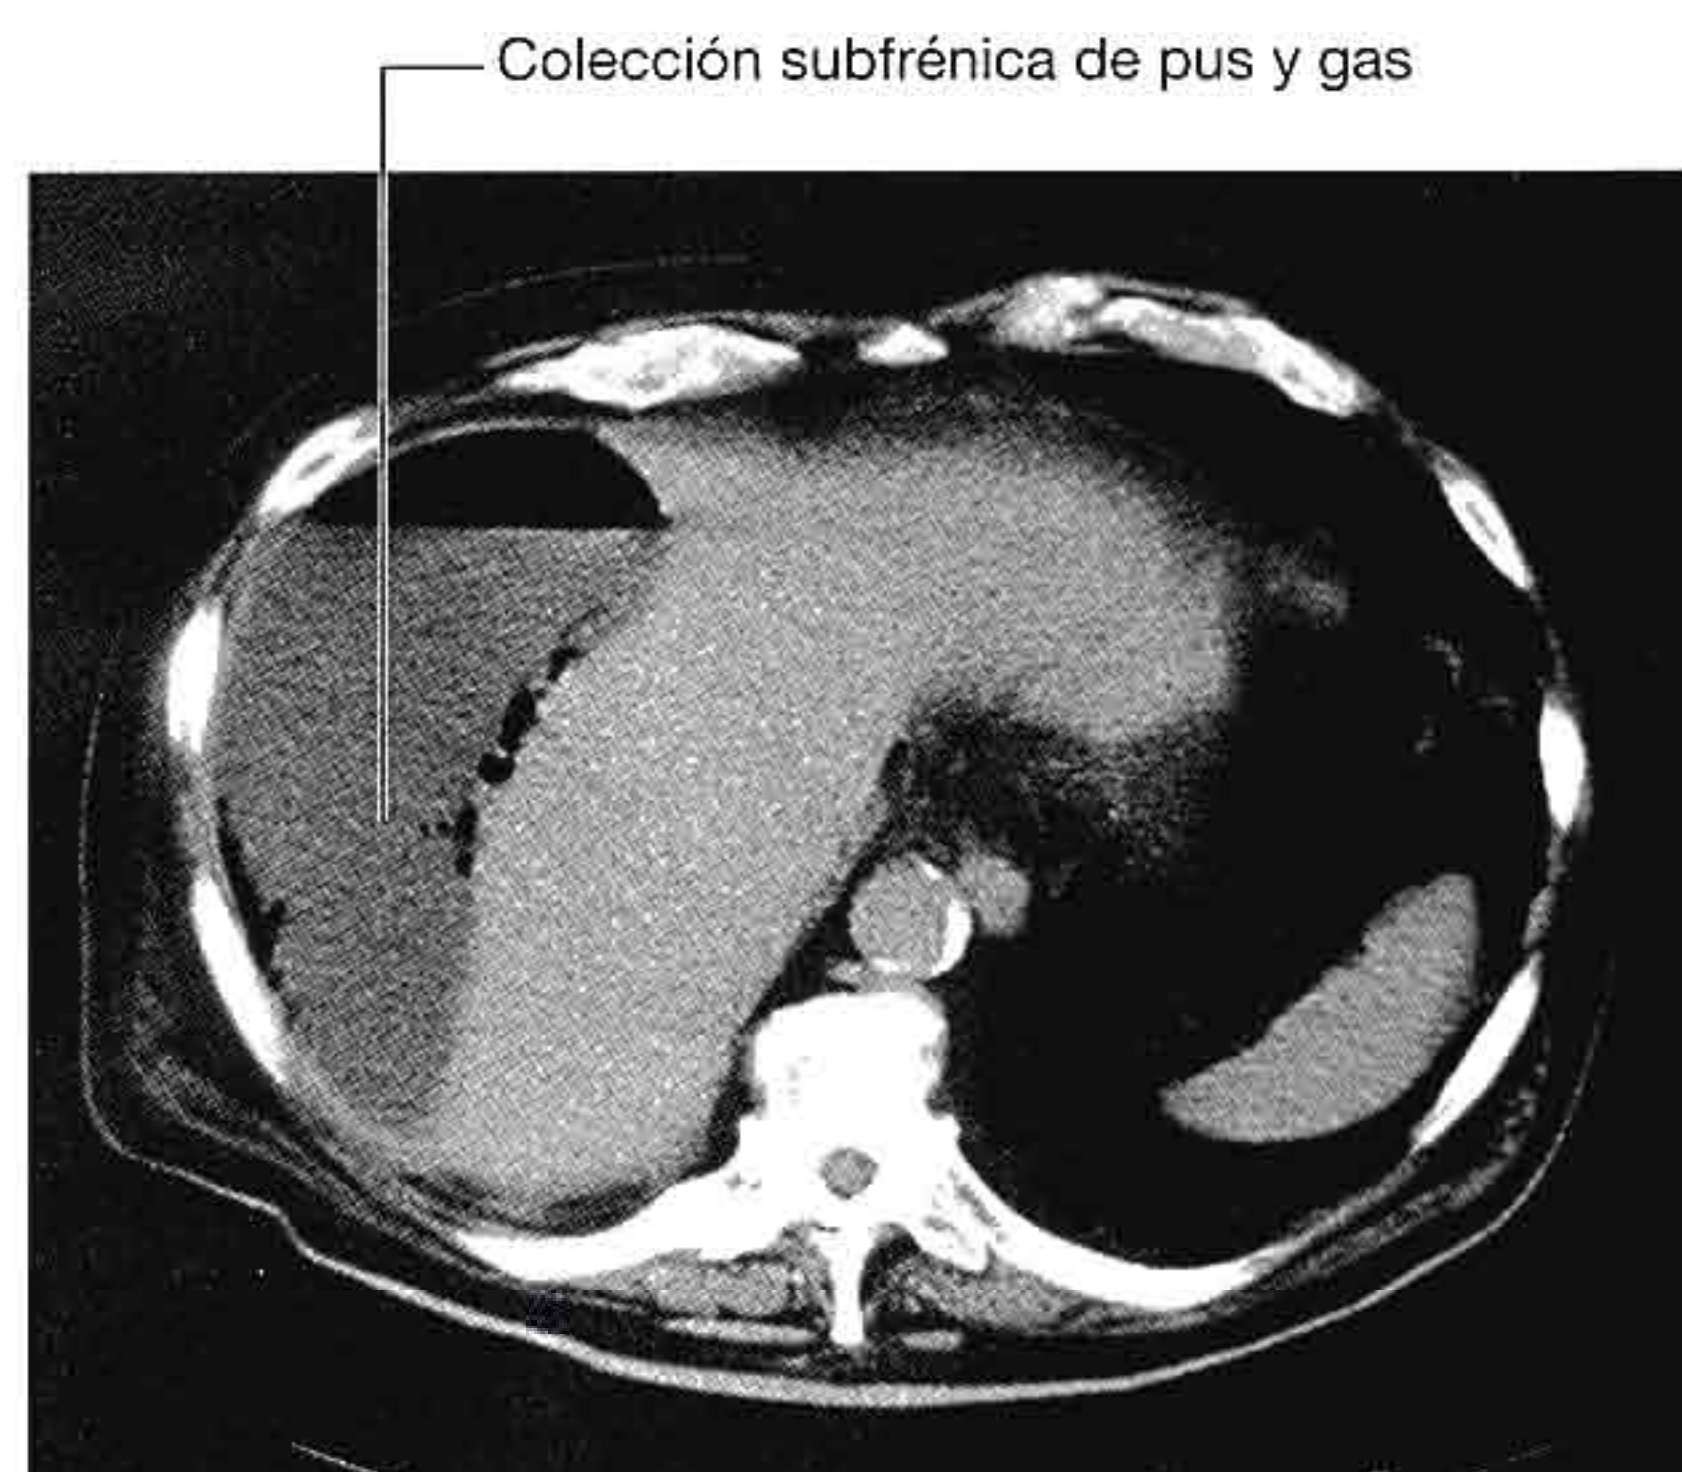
Colección subfrénica de pus y gas. Tomografía computarizada, plano axial.
